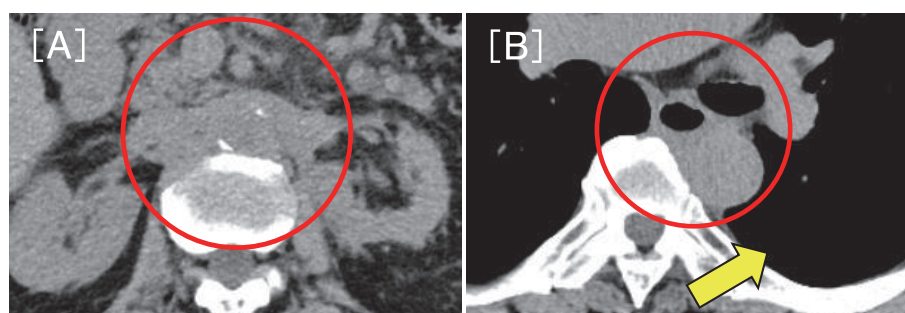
CT (A, B) After 3 courses of Enfortumab Vedotin treatments, each lymph node metastasis was reduced or stopped growing, and esophageal stricture and pleural effusion were disappeared.
